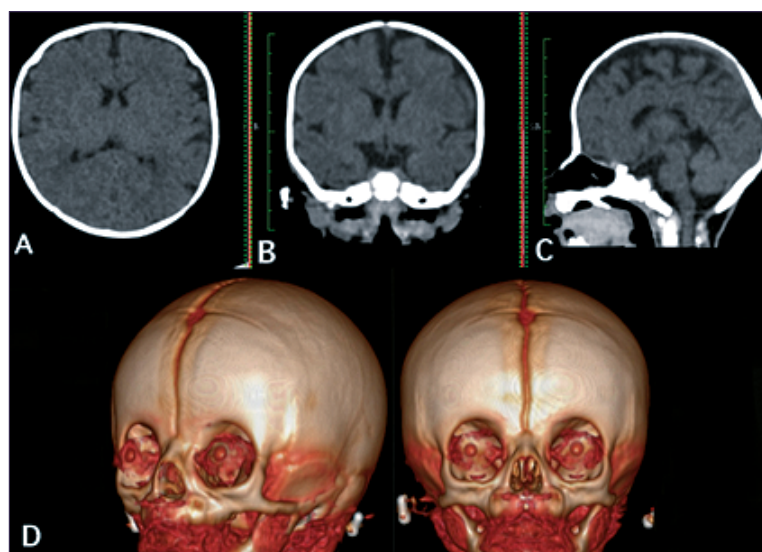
Lactante femenino de 2 meses con braquicefalia bilateral. TAC. A: Corte axial; B: Corte coronal; C: Corte sagital. Se evidencia cráneo braquicefálico caracterizado por estenosis de ambas suturas coronales, contando con un eje longitudinal y transversal equidistante, observando un cráneo corto, con aplanamiento de la región frontal y aumento del hueso frontal en sentido vertical; D: Tomografía Computarizada con reconstrucción 3D, donde se identifica la unión prematura de las suturas coronales asociado a datos de hipertelorismo e hipoplasia maxilar.
